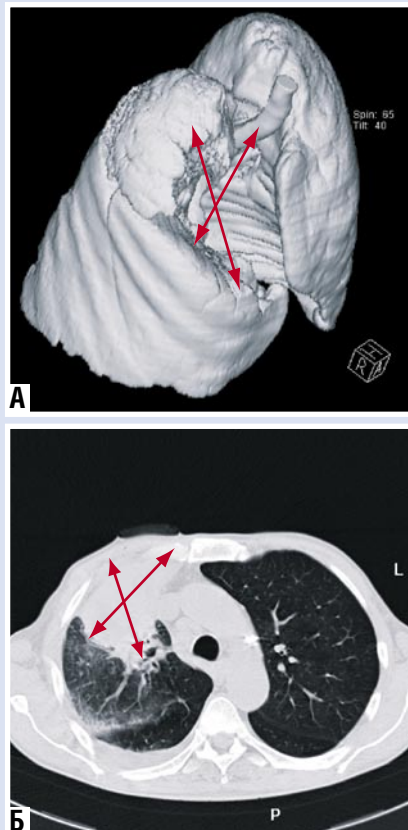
А, Б. КТ органов грудной клетки (максимальные размеры указаны стрелкой)
